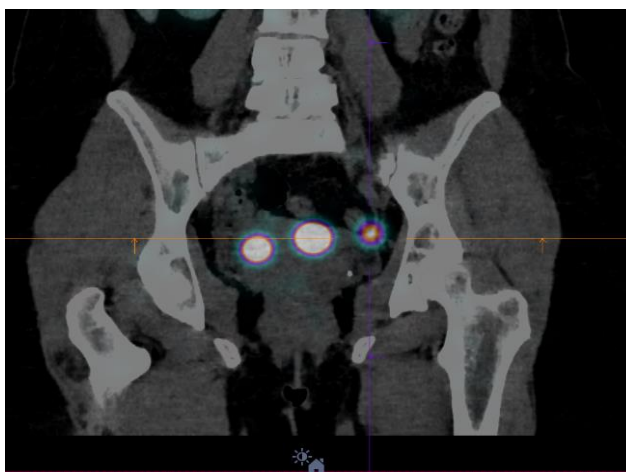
Результаты ОФЭКТ/КТ: через 18 часов после введения РФП
